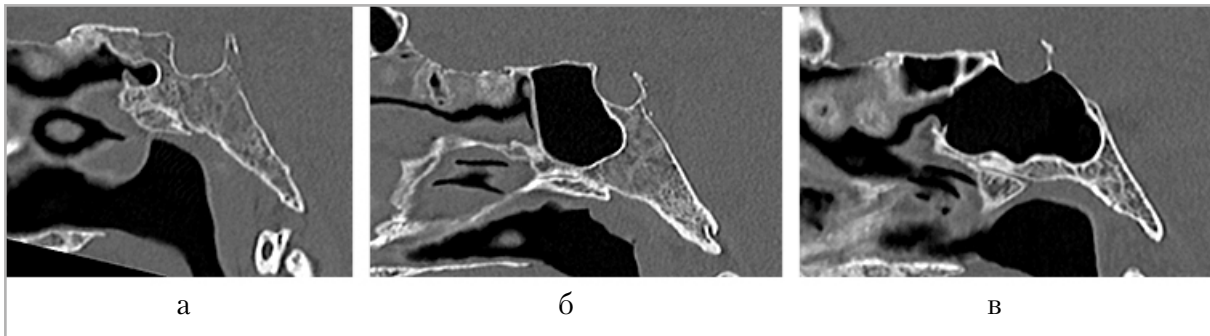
Фрагменты компьютерных томограмм околоносовых пазух в сагиттальной плоскости. Отмечаются три варианта пневматизации клиновидной пазухи: раковинный (а), преселлярный (б) и селлярный (в)
